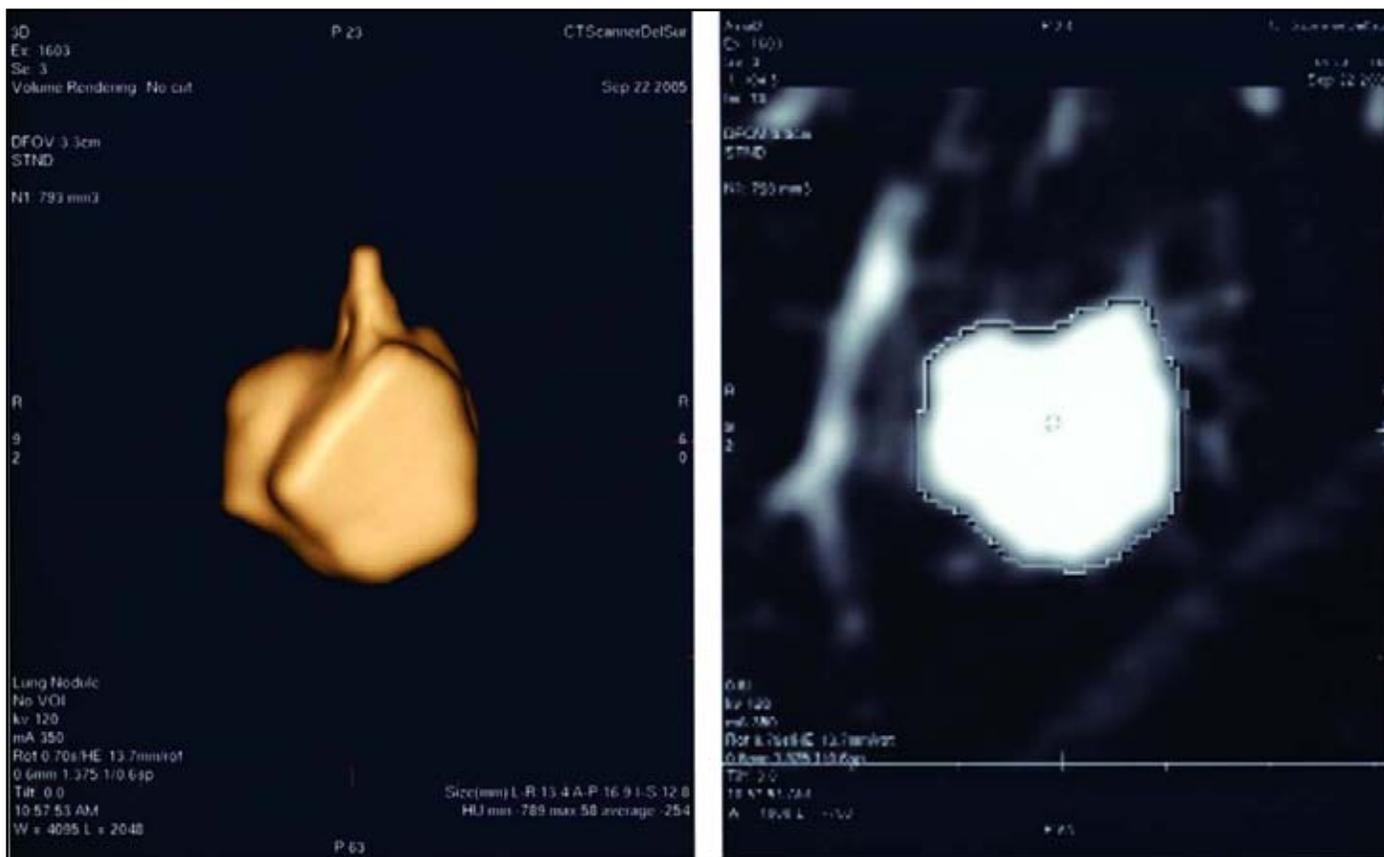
Imagen de tomografía computada. Reconstrucción tridimensional de un nódulo pulmonar.
